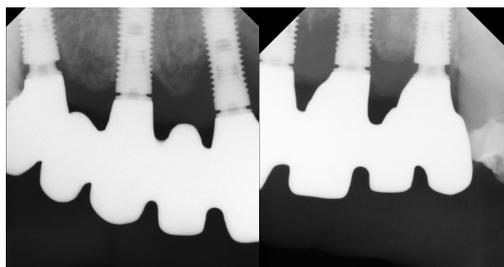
RX periapical do assentamento da estrutura metálica.
